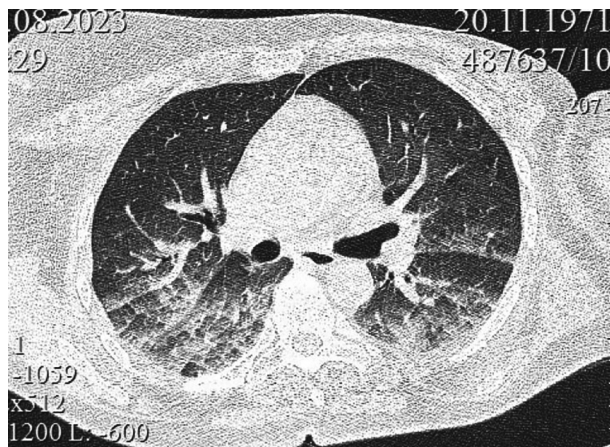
КТ органов грудной клетки. Определяются признаки отека легких
